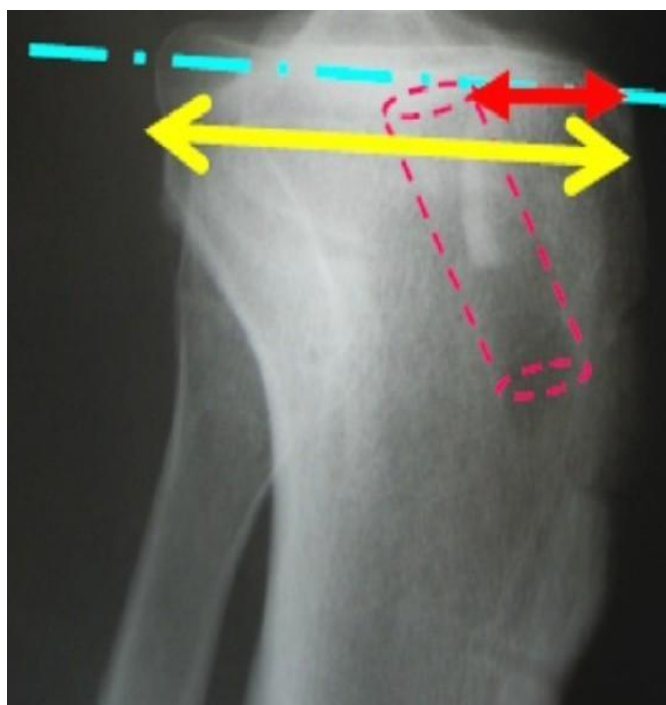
Radiographie de profil de la face supérieure du tibia montrant la méthode d'Aglietti
